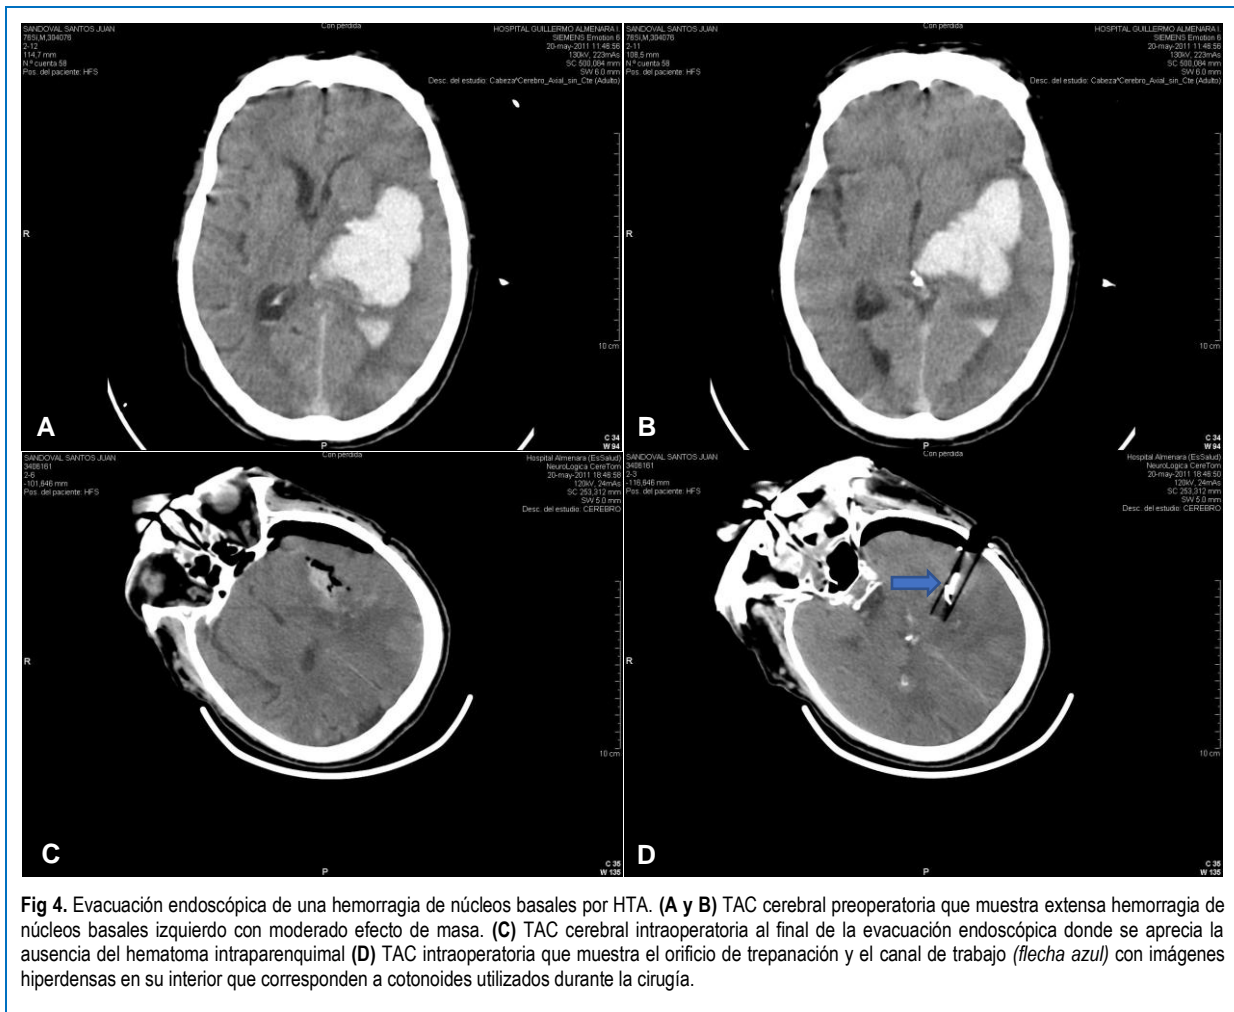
Evacuación endoscópica de una hemorragia de núcleos basales por HTA. (A y B) TAC cerebral preoperatoria que muestra extensa hemorragia de núcleos basales izquierdo con moderado efecto de masa. (C) TAC cerebral intraoperatoria al final de la evacuación endoscópica donde se aprecia la ausencia del hematoma intraparenquimal (D) TAC intraoperatoria que muestra el orificio de trepanación y el canal de trabajo (flecha azul) con imágenes hiperdensas en su interior que corresponden a cotonoides utilizados durante la cirugía.
